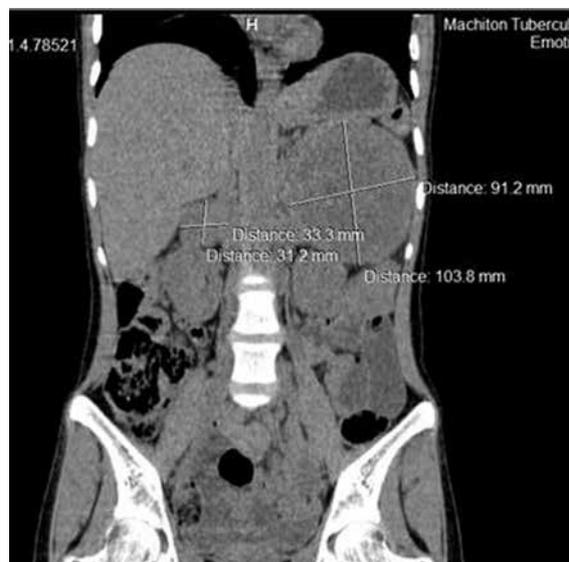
КТ. Двухсторонняя феохромоцитома надпочечников со сдавлением почки и окружающих образований слева
